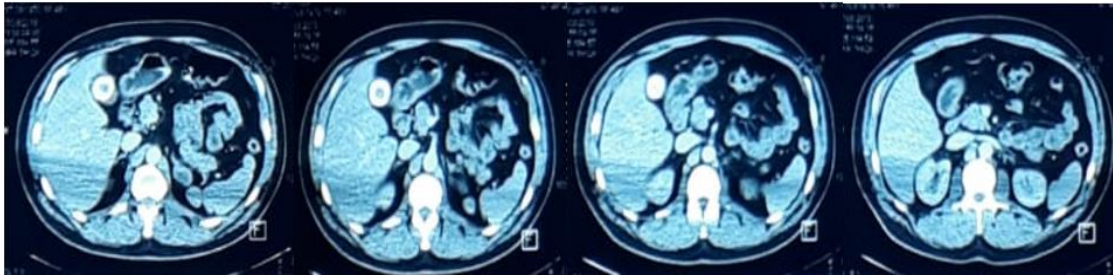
TAC de Abdomen - Pelvis
